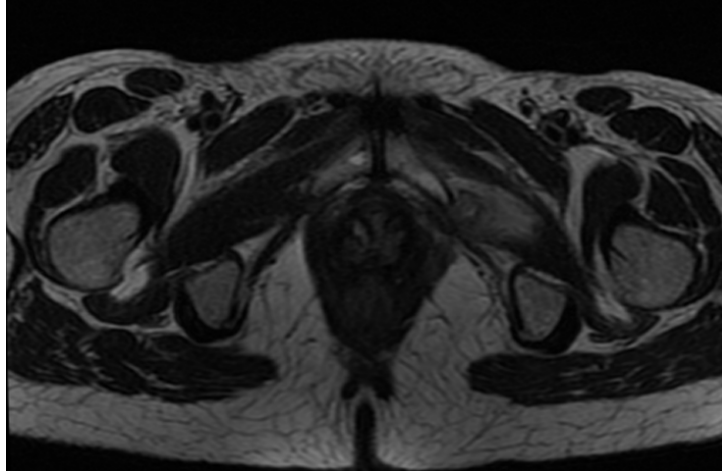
Resonancia magnética nuclear pélvica.
